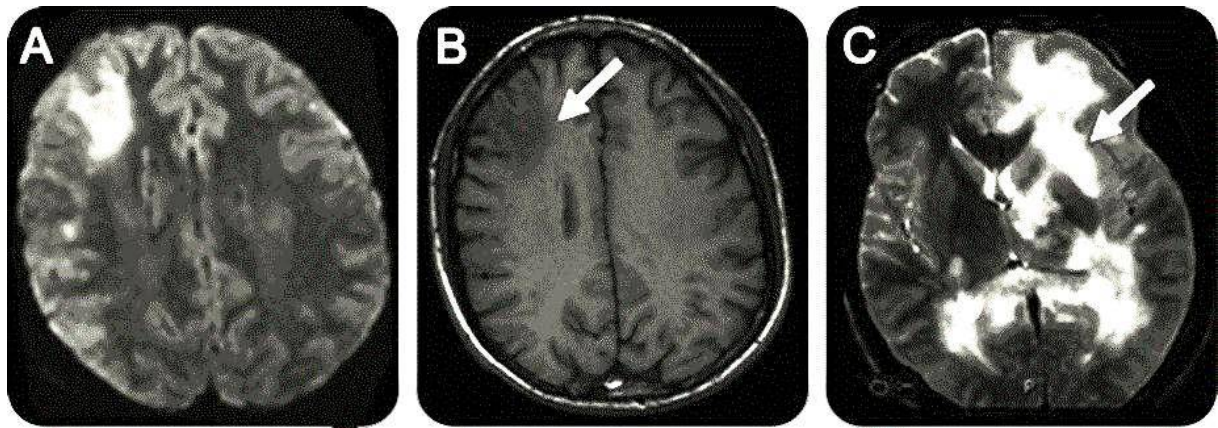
IRM cérébrale en séquence FLAIR(A) montrant une importante lésion sous-corticale du lobe frontal droit en hypersignal. Une lésion plus petite est observée en arrière de cette lésion. (B) Coupe axiale en séquence pondérée en T1 montre une lésion hypointense (flèche) dans le lobe frontal droit. (C) Image pondérée en T2 d'un autre patient présentant des lésions étendues en hypersignal de la substance blanche⁹⁵
